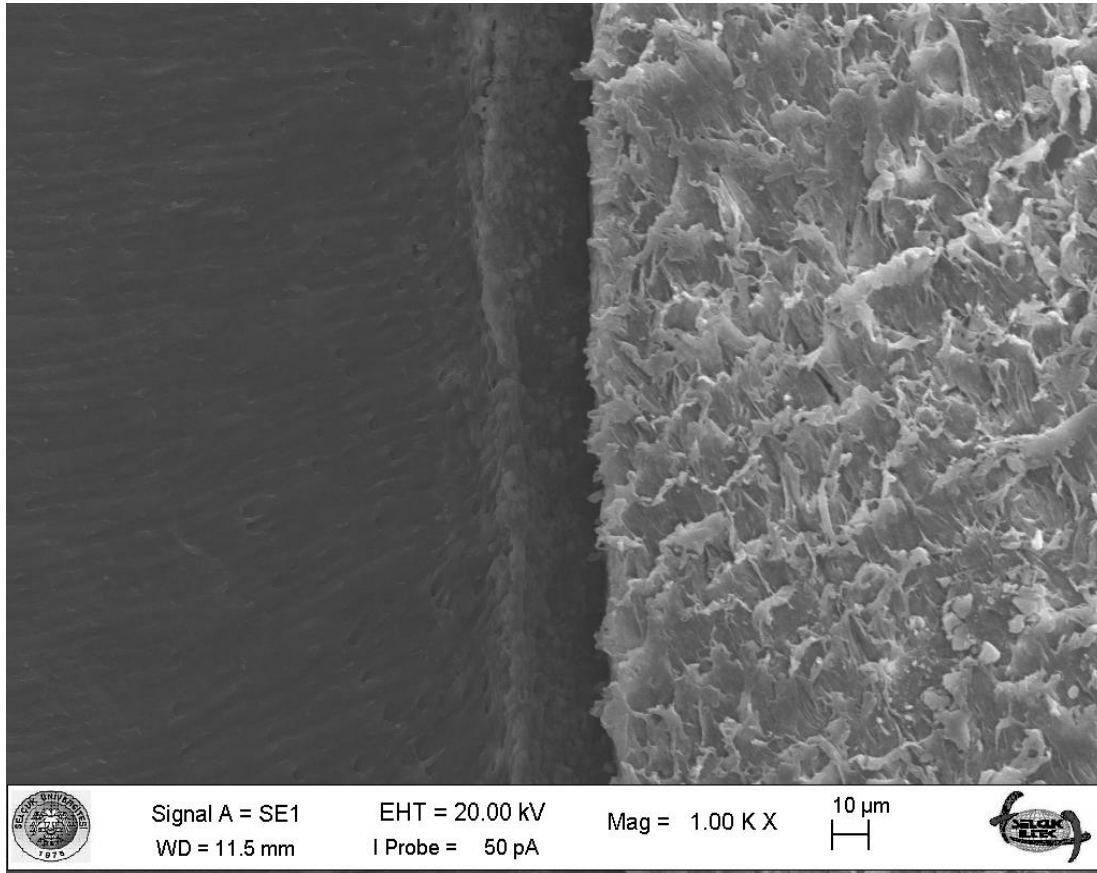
AH Plus-Soğuk lateral kompaksiyon grubuna ait bir örneğin SEM mikrografisi (x2000)
